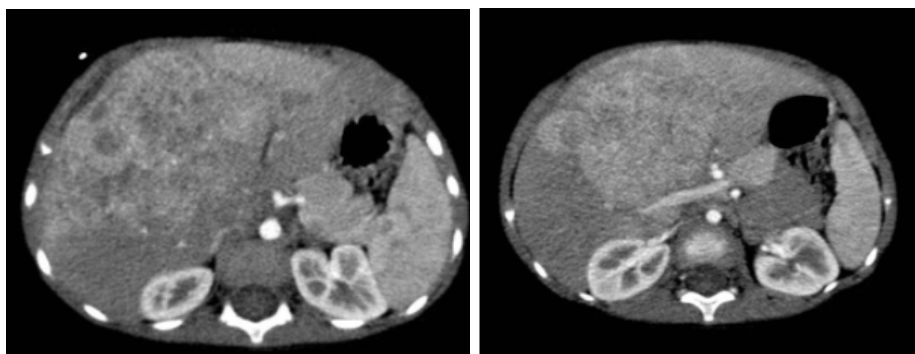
TAC abdominal contrastada en paciente con hepatoblastoma, se encuentra masa heterogénea con diversas calcificaciones¹³
